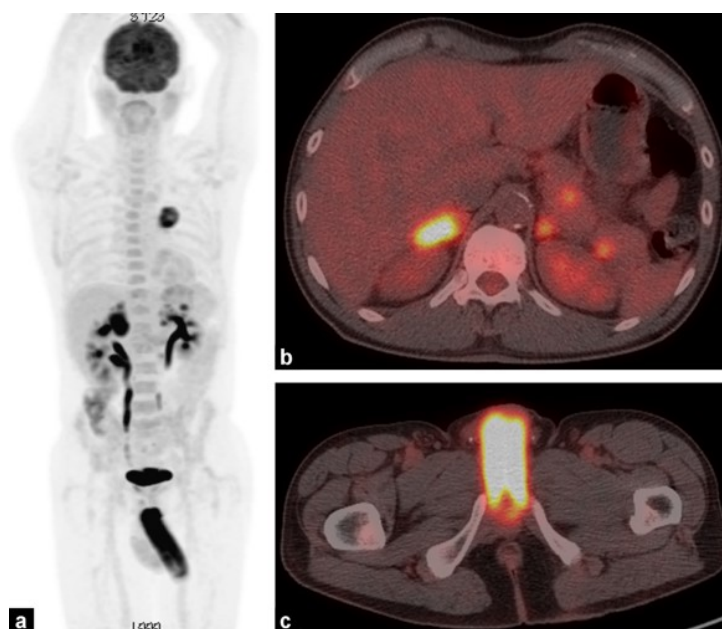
Immagine PET/TC che mostra una lesione neoplastica primitiva polmonare ipercaptante nel polmone sinistro, con foci ipermetabolici anche in sede subdiaframmatica (multipli foci secondari a livello surrenalico e pancreatico e un significativo uptake a livello penieno indicativo di un quadro di priapismo).
